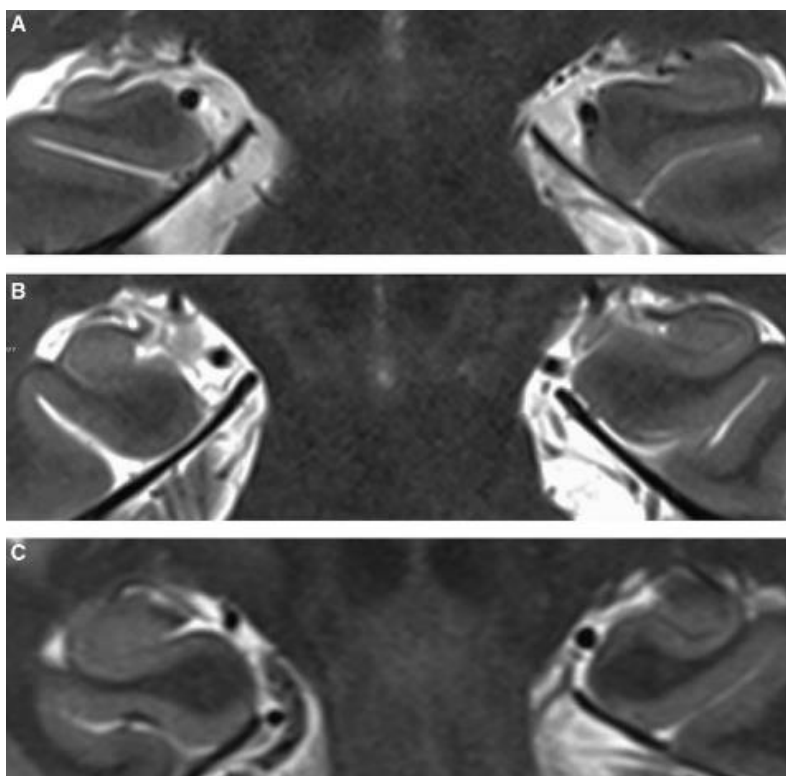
MRI 3 Teslas prequirúrgica en pacientes con TLE y esclerosis del hipocampo. (A) ILAE HS tipo 1. (B) ILAE HS tipo 2. (C) ILAE HS tipo 3. La pérdida volumétrica es grave en ILAE HS tipo 1, moderada en ILAE HS tipo 2, pero prácticamente no detectable en ILAE HS tipo 3⁸.
